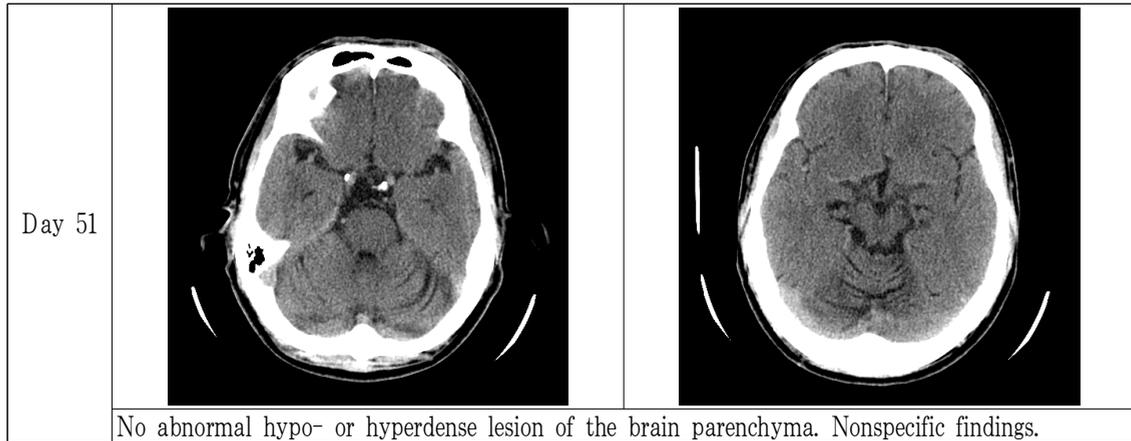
Brain CT performed during hospitalization.
